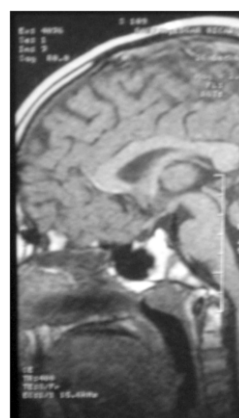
RMN do caso clínico 3 (hipoplasia da haste pituitária e da adenohipófise)
